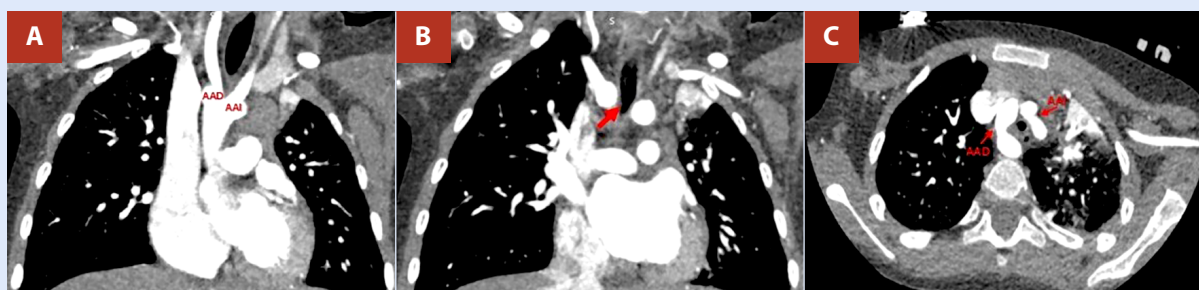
Angiotomografía computarizada de tórax. (A) Origen de los arcos aórticos derecho e izquierdo desde la aorta ascendente. (B) El arco aórtico derecho genera compresión extrínseca sobre el segmento distal de la tráquea (diámetro mínimo de 3,4 mm) (flecha roja). (C) Doble arco aórtico derecho e izquierdo, que genera un anillo vascular completo alrededor de la tráquea y el esófago. AAD: arco aórtico derecho. AAI: arco aórtico izquierdo.
